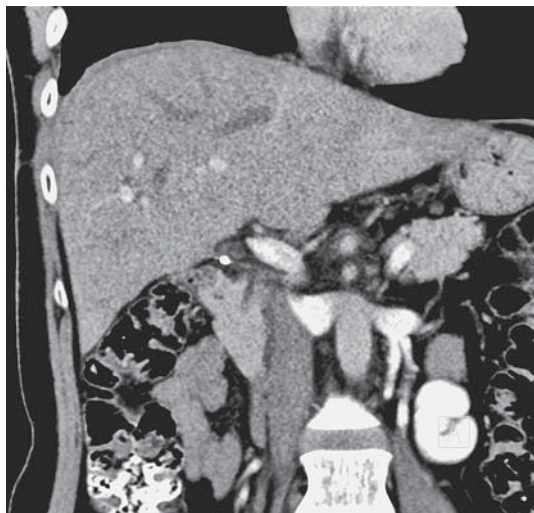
Компьютерная томограмма. Брюшная полость после операции. Левая доля печени занимает правое поддиафрагмальное пространство.
